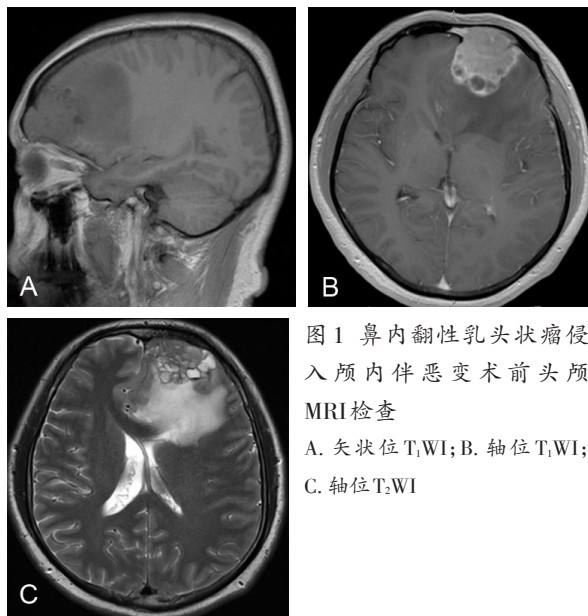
鼻内翻性乳头状瘤侵入颅内伴恶变术前头颅 MRI 检查
